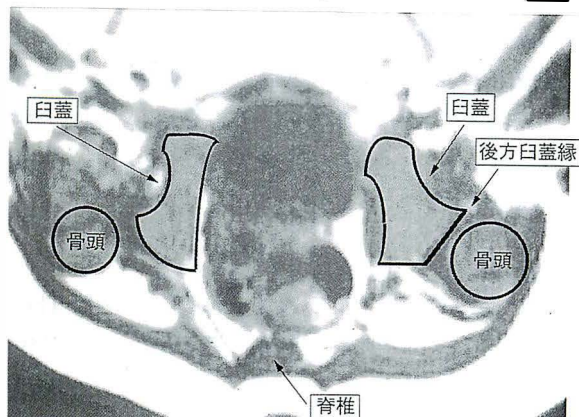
症例 4. 股関節屈曲位での MRI. 骨頭は臼蓋から完全にはずれ, 臼蓋後壁と接している.
